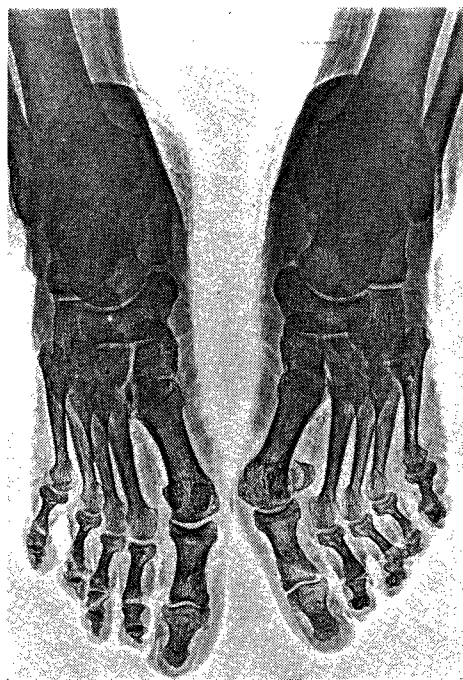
Xerorradiografia do mesmo doente. Riqueza muito maior de dados no que toca ao tarso e aos dedos. Calcificações vasculares bem visíveis.
